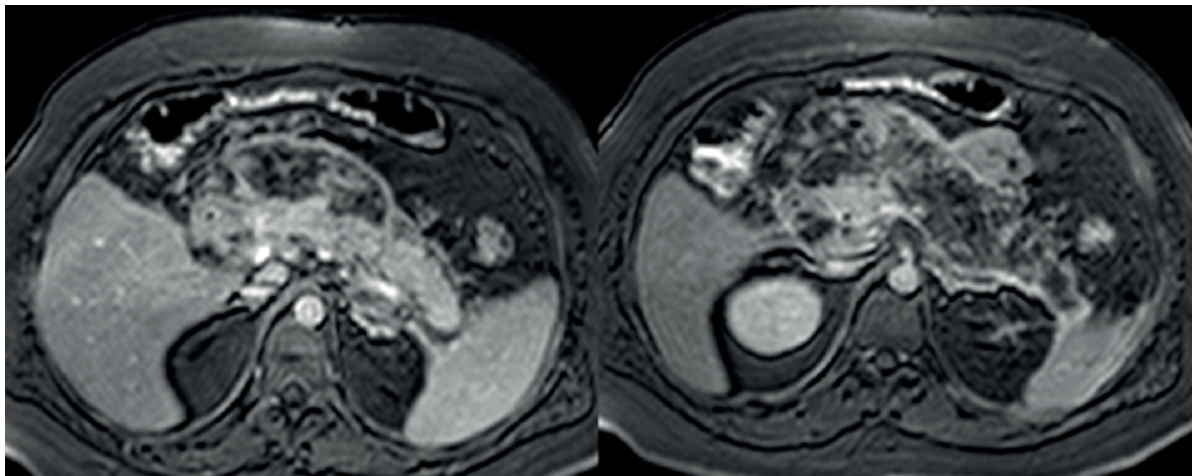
RMN: Extensa colección peripancreática heterogénea, de límites imprecisos, con intenso realce periférico tras la administración del contraste endovenoso. Dicha colección presenta áreas hiperintensas de manera espontánea en T1 atribuible a contenido hemático. En el plano axial mide aproximadamente 200 x 77 mm.
